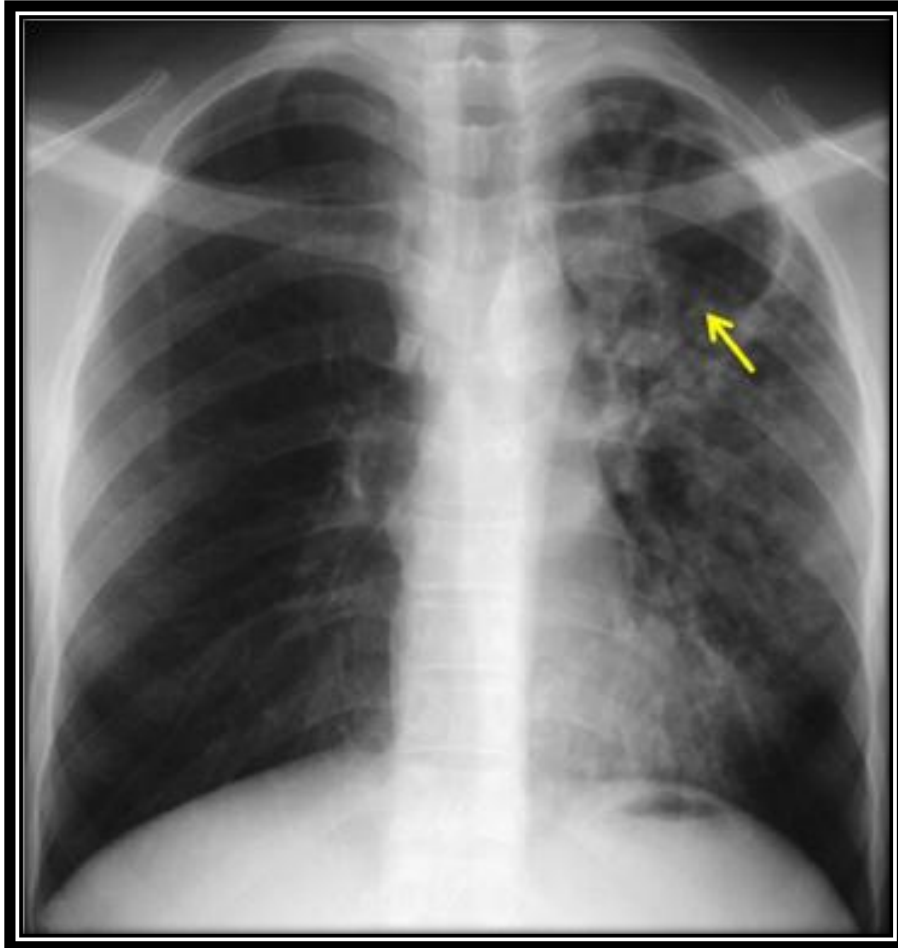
Radiographie de thorax montrant une image cavitaire apicale gauche(62)
